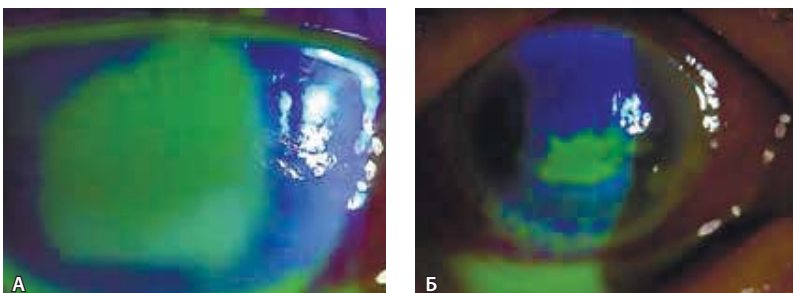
Пациентка К-ва с кератоувеитом, ассоциированным с ВЭБ: А – обширная язва роговицы, увеит; Б – через 7 дней инфузионной терапии ацикловиrom, уменьшение площади язвы роговицы
